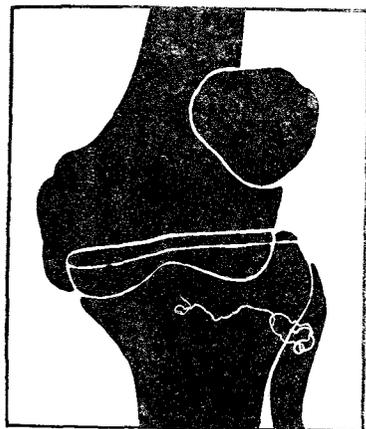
Вывих голени вперед (рентгенограмма в прямом положении)
